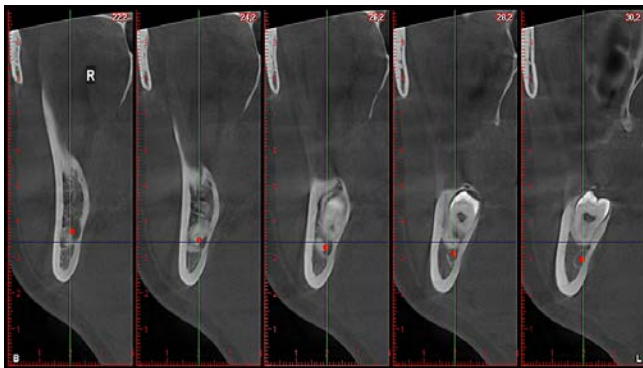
13 show the results of the examination of the patient T. 32 years old. The patient underwent primary diagnosis of two jaws on cone-beam tomography and revealed complete retention, tooth dystopia 1.8, 2.8, 4.8, partial retention and dystopia of tooth 3.8., Congestion of the front group of mandibular teeth, deep carious cavity of tooth 3.4. On coronal and sagittal sections the projection of tops of roots of teeth 1.8, 2.8 in a cavity of maxillary sinuses is well visualized.
